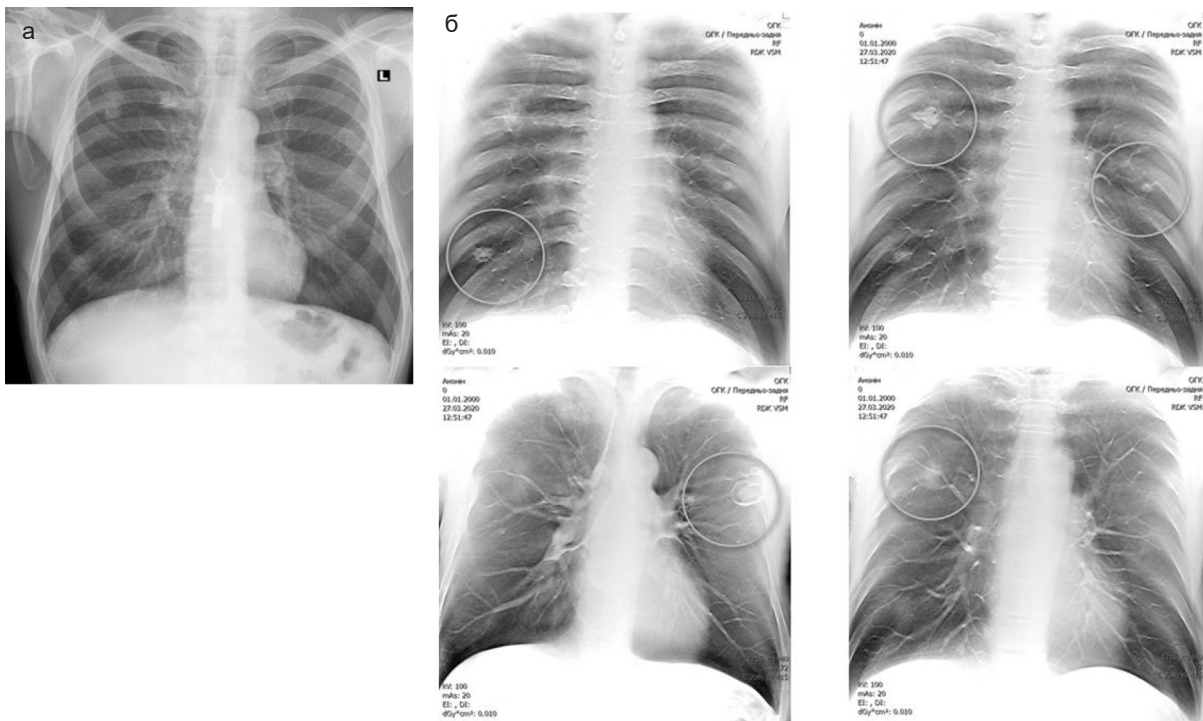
Приклад недостатньої діагностичної чутливості рентгенографії (а) та переваги томосинтезу (б) для хворого на COVID-19
